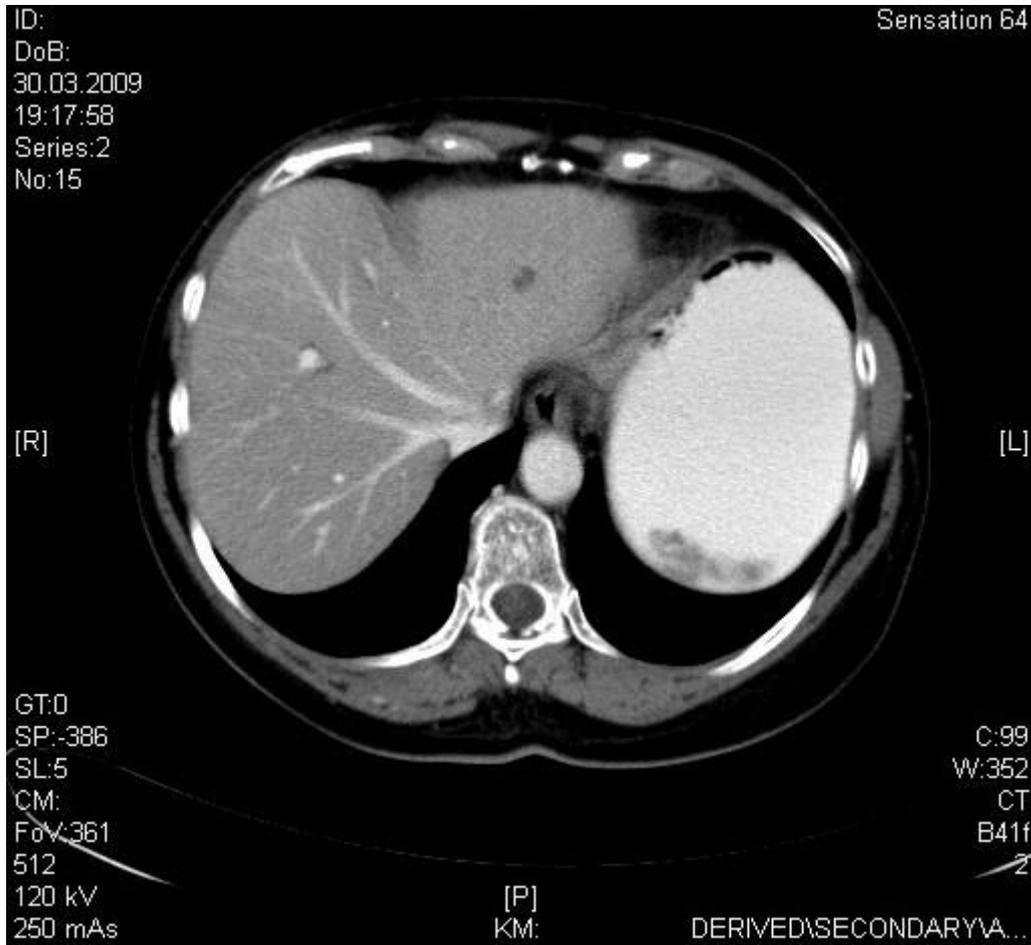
CT Oberbauch Horizontalebene Pat. Nr. 24
